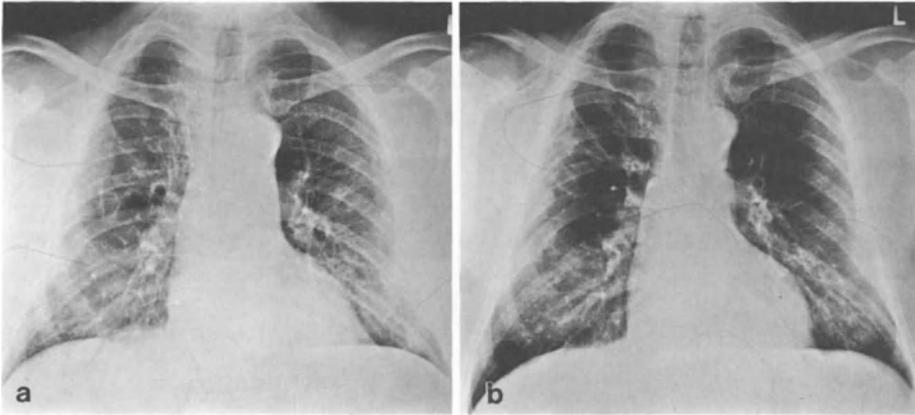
a, b. Gleicher Patient wie Abb. 1. Röntgenkontrolle nach 8 Wochen (a): Rückbildung der Kontusionsherde, pleurale Veränderungen. Kontrolle nach 18 Monaten (b): normaler Lungenbefund mit Narben und Brustfellverschwartungen sowie mit einer Verkleinerung der rechten Brustkorbhöhle als Endzustand
